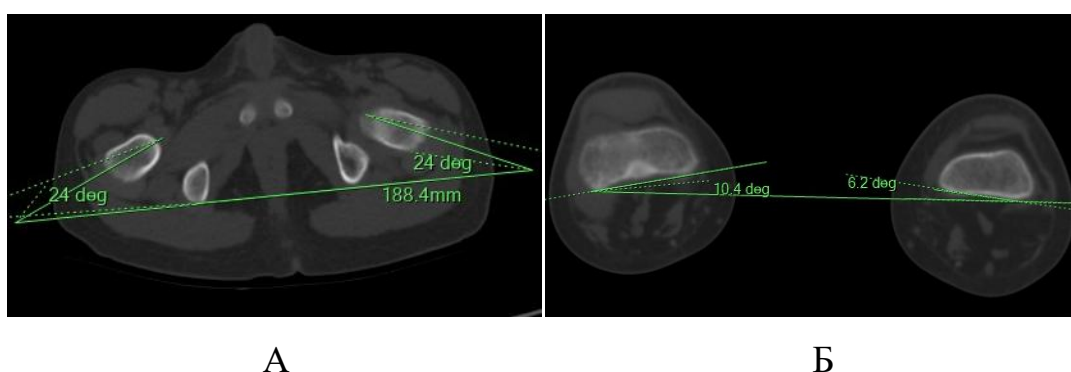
Результаты МСКТ ТБС, аксиальные срезы, расчет УТБК пациента Б., 3,5 лет (и/б №20/0767) с диагнозом амиоплазия: А – УАШБК – угол антеверзии шейки бедренной кости; Б – УАМБК – угол антеверзии мыщелка бедренной кости
